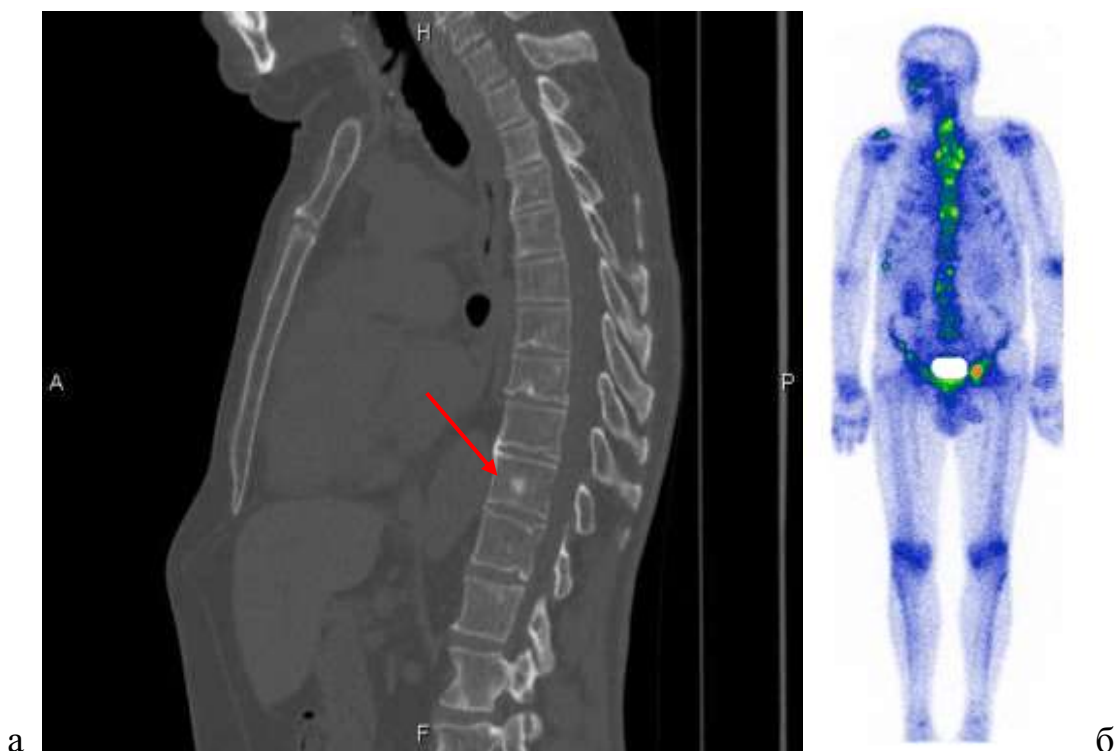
Компьютерная томография органов грудной клетки и остеосцинтиграфия: а) – бластический метастатический очаг в грудном позвонке (указан стрелкой); б) – накопление радиофармпрепарата в грудном позвонке
